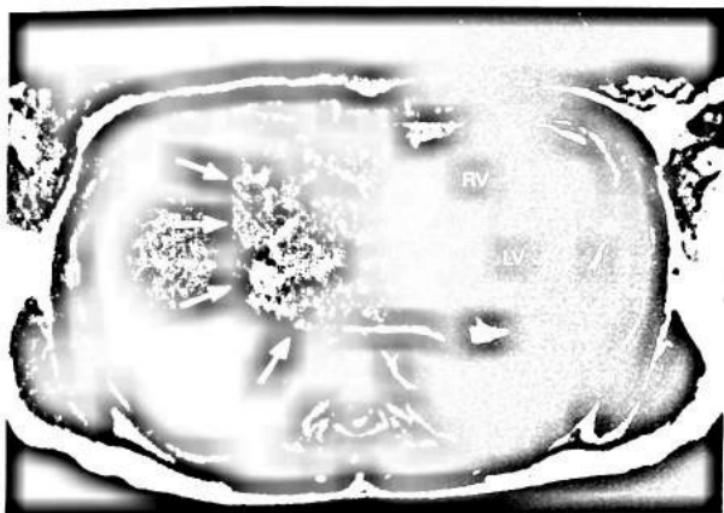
A, U nháy nhĩ trái qua siêu âm thành ngực. B, trên MRI. RV, thất phải; LV, thất trái; RA, nhĩ phải
